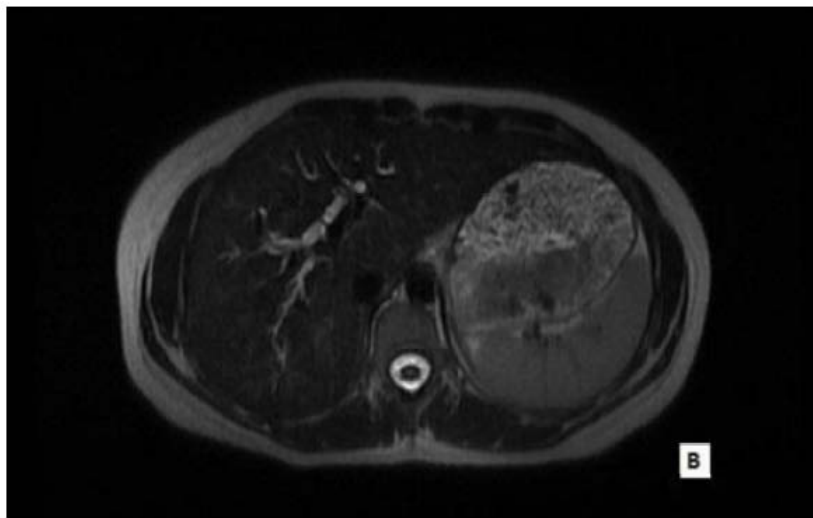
IRM montrant une dilatation des VBIH
